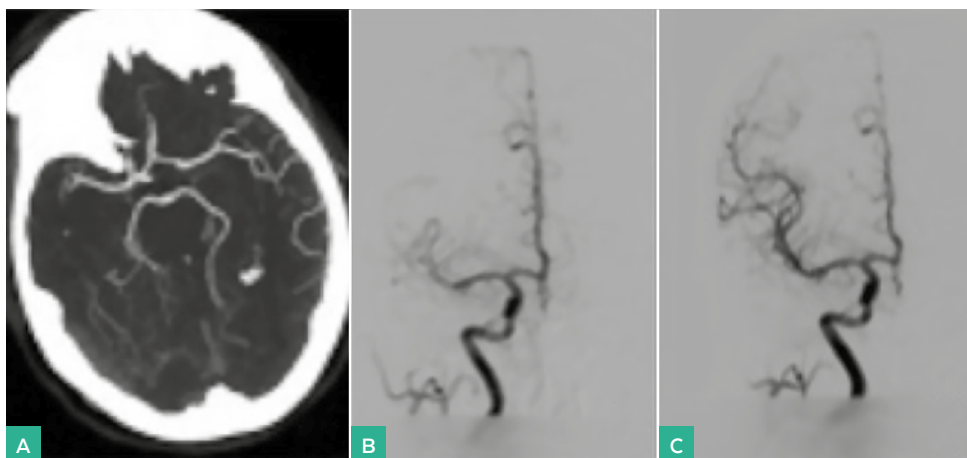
A. Angio-TC de arterias intracraneales. Lesión obstructiva en segmento M1 postbifurcación derecha. B. Angiografía cerebral pretratamiento. Trombosis del segmento arterial M1-M2 derecho. C. Angiografía cerebral postratamiento. Tras la trombectomía con el sistema stent retractor, se objetiva recuperación casi completa de todas las ramas de la ACM derecha
